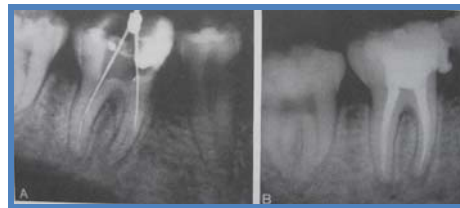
Se confirmó la creación de un reborde en la raíz mesial mediante una radiografía, la cual mostro que la punta de la lima se encontraba fuera del centro y que no se instrumento toda la longitud de trabajo. B. Después de eludir el reborde, se limpio, preparo y obturo los conductos.
